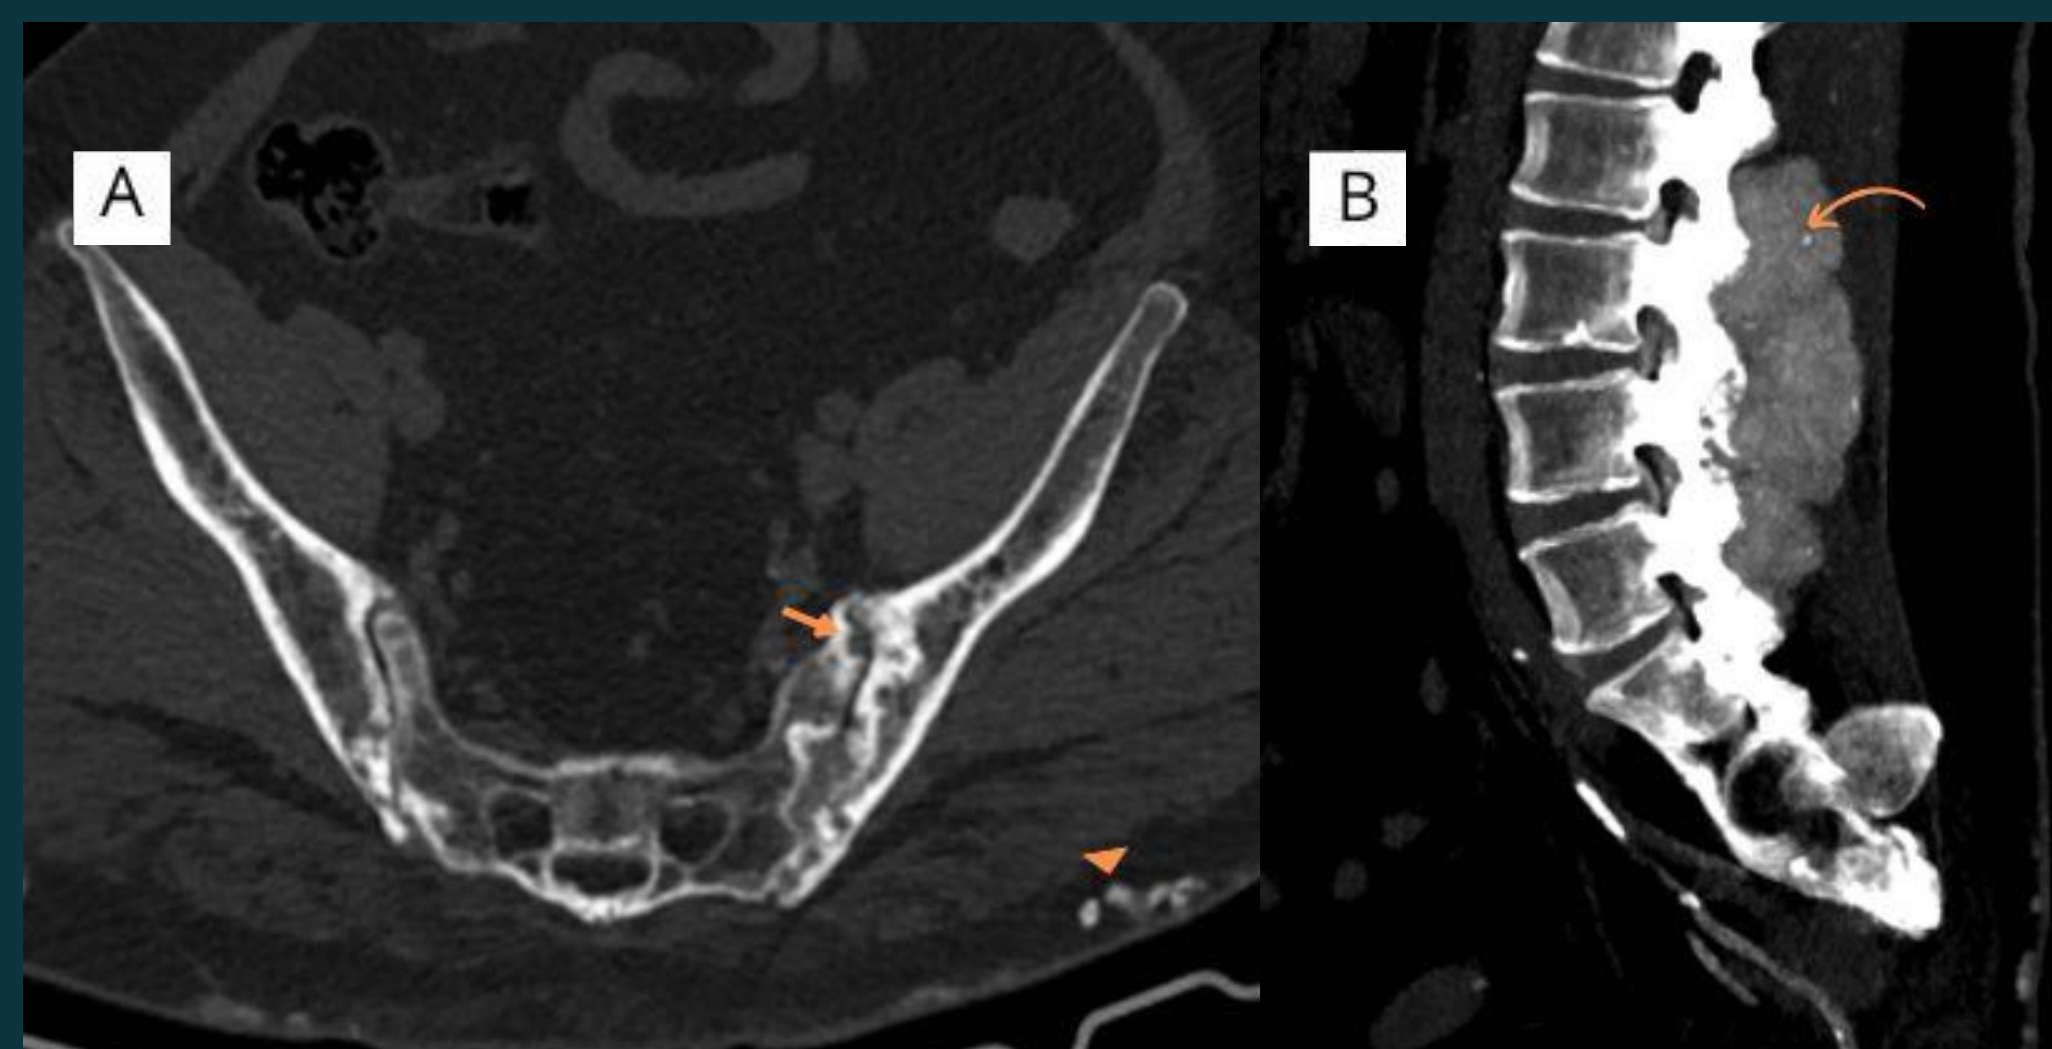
La figura (A) muestra un corte axial de TC a nivel sacroilíaco, donde se visualiza erosiones e irregularidad articular bilateral con tofos calcificados periarticulares (flecha), además en el plano cutáneo se visualizan múltiples imágenes hiperdensas (punta de flecha). La figura (B) muestra una reconstrucción sagital a nivel lumbar con imágenes hiperdensas interespinoso/paravertebral izquierdo (flecha curva).
